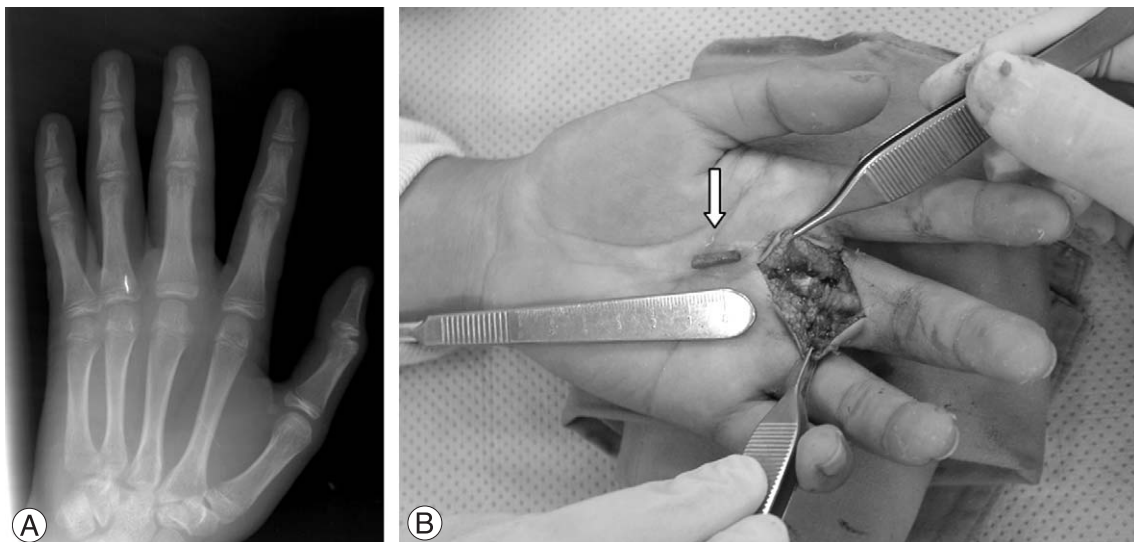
A 12-year-old boy has erythema, tenderness and swelling after his company pricked his hand with a wooden chopstick 2 months ago. Roentgenograph and surgical procedure photograph. (A) Invisible foreign body in plain film. (B) Removed broken chopstick.
